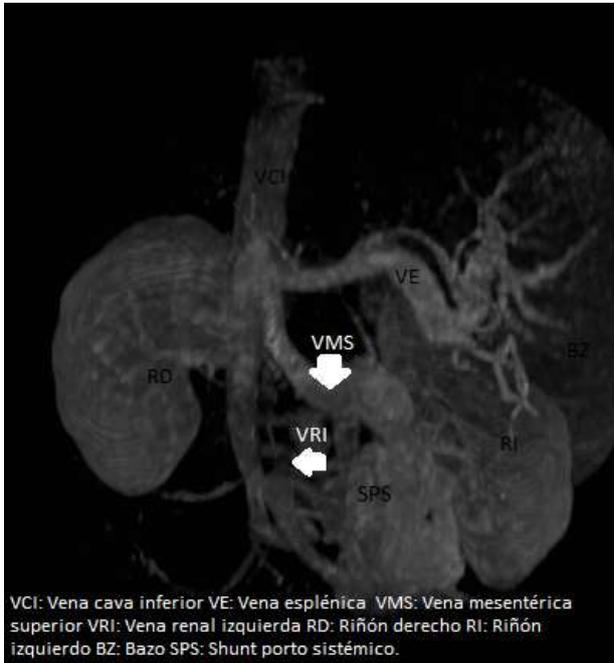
Corte coronal de la Angio-RMN del paciente con sustracción hepática. VMS y VE forman un tronco común antes de drenar a VCI.(Ausencia de Vena Porta)
